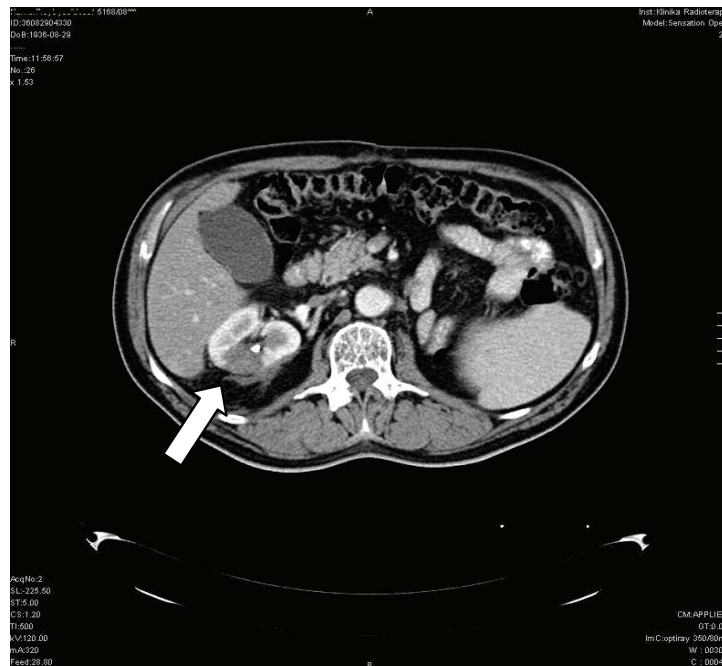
Badanie TK tego samego chorego 3 miesiące po zabiegu. Brak wzmocnienia kontrastowego w obrębie nerki lewej wskazuje na dobry efekt leczenia (strzałka)
